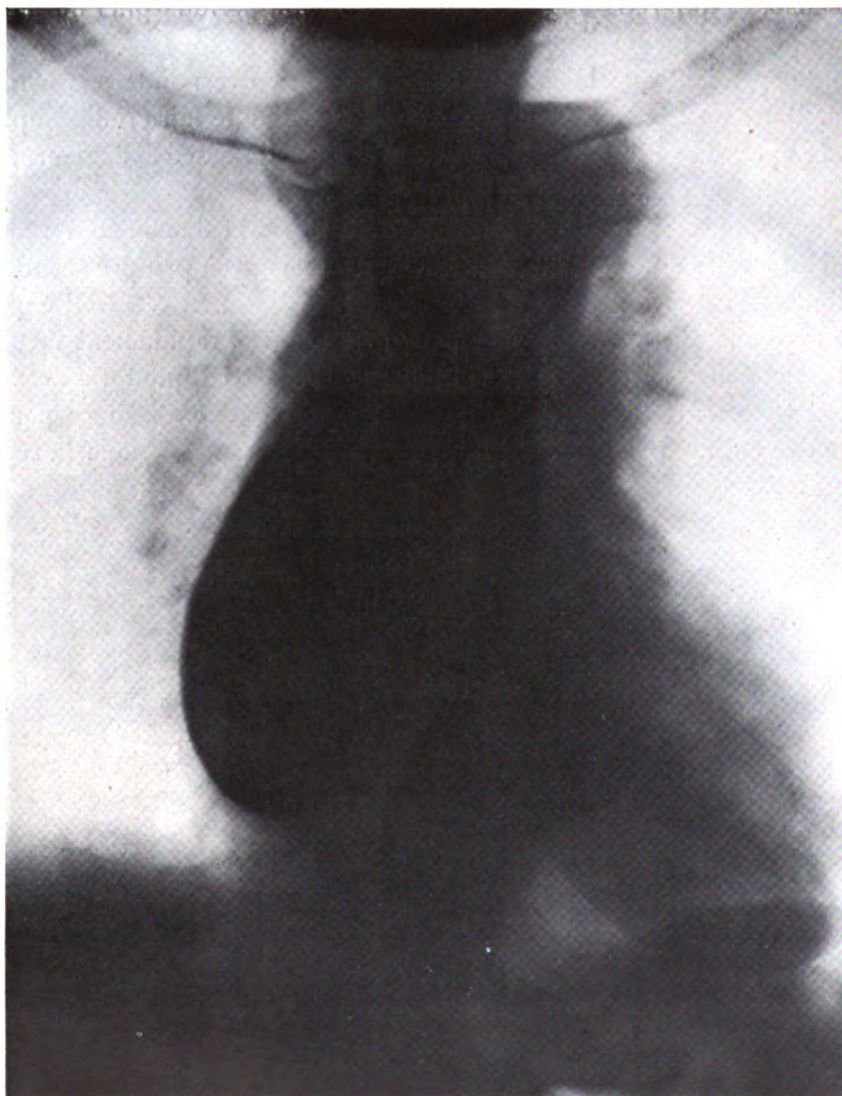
Diverticule intra-thoracique de l'œsophage. — Radiographie en position frontale.
